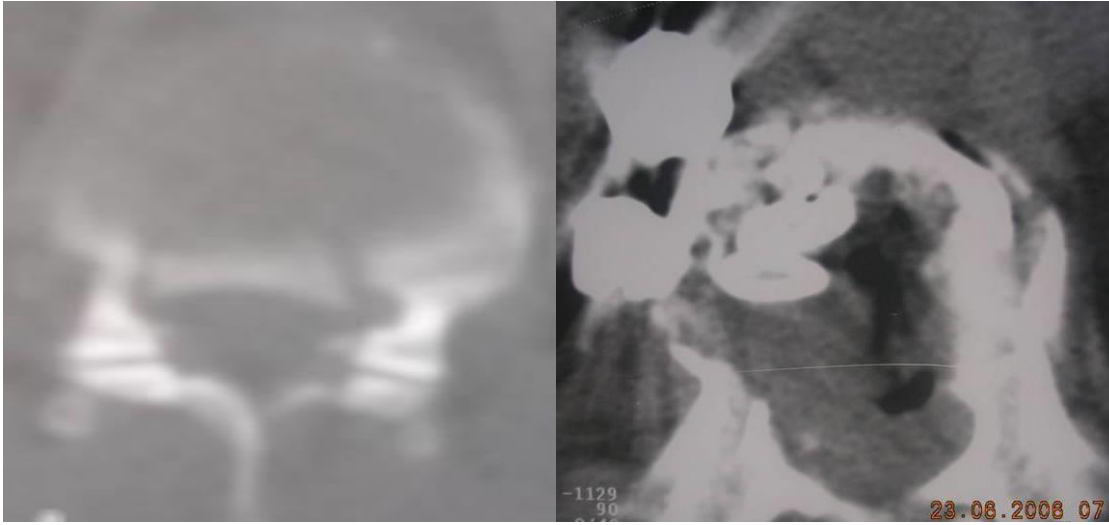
Компьютерная томография поврежденного позвонка до и после передней декомпрессии.
